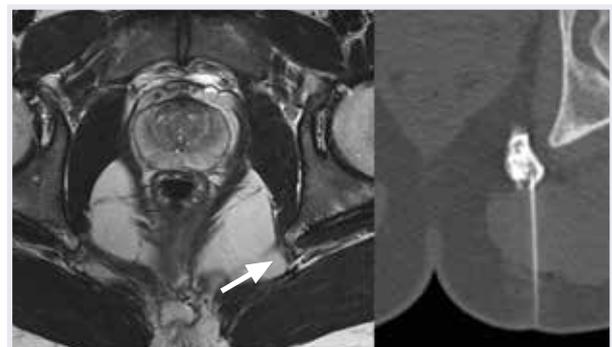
Links: Visualisierung des Verlaufes des Nervus pudendus unterhalb des sakrotuberösen Ligamentes bzw. entlang des Alcock-Kanals bei chronischer Pudendus-Neuralgie. Rechts: CT gesteuerte Nerveninfiltration.
